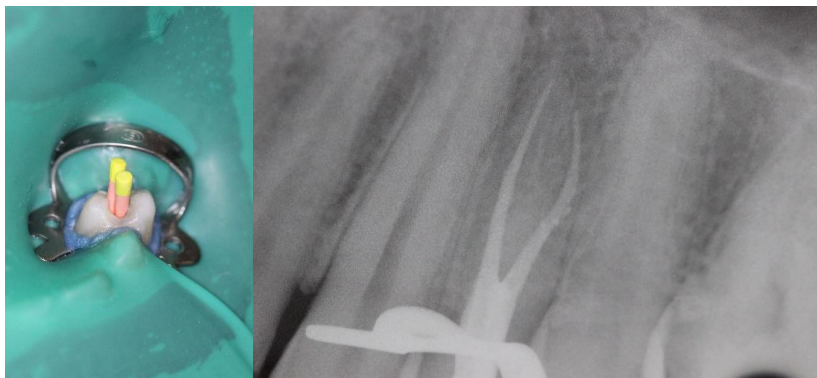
Conometria e radiografia de verificação para obturação com cone único.
